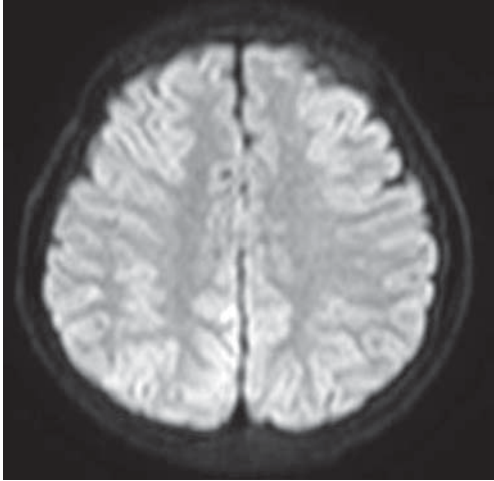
MRI diffusion 1 day after the accident shows no abnormality
